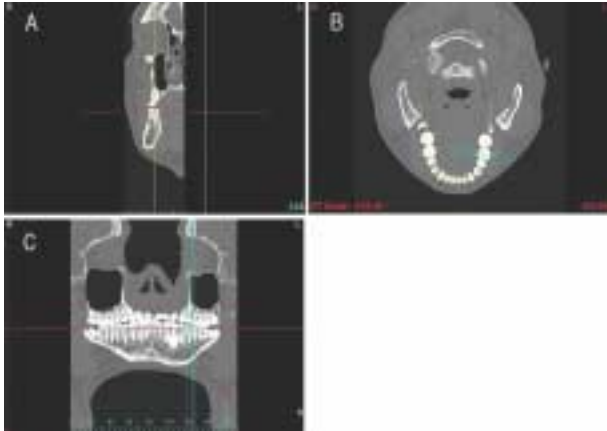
Original axial CT image and converted cross-sectional, panoramic image in the SimPlant program. A, cross-sectional image; B, axial image; C, panoramic image.
